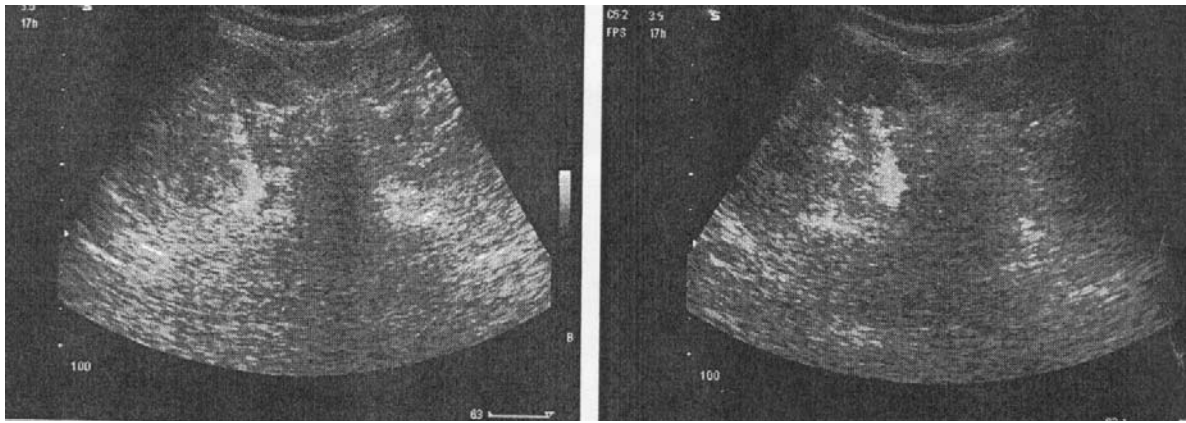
Controlul ultrasonor de depistare a electrodului-ac în țesuturile paraspinoase
